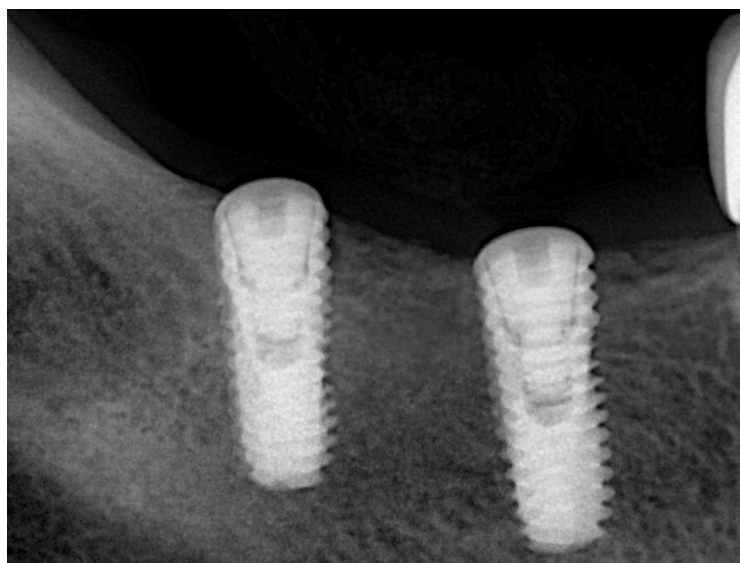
Контрольная рентгенограмма нижней челюсти после установки двух дентальных имплантатов. Визуализируется плотное прилегание имплантатов к альвеолярной кости, структура костной ткани однородна, признаки резорбции отсутствуют. Кортикальная пластинка сохранена, периимплантная зона без патологических теней.
